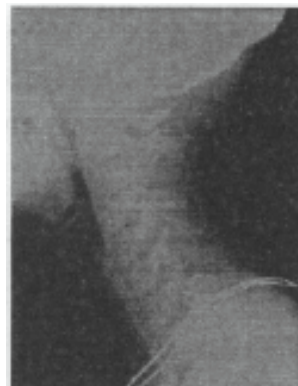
검사전 neutral position의 X-RAY 모습(측면)
